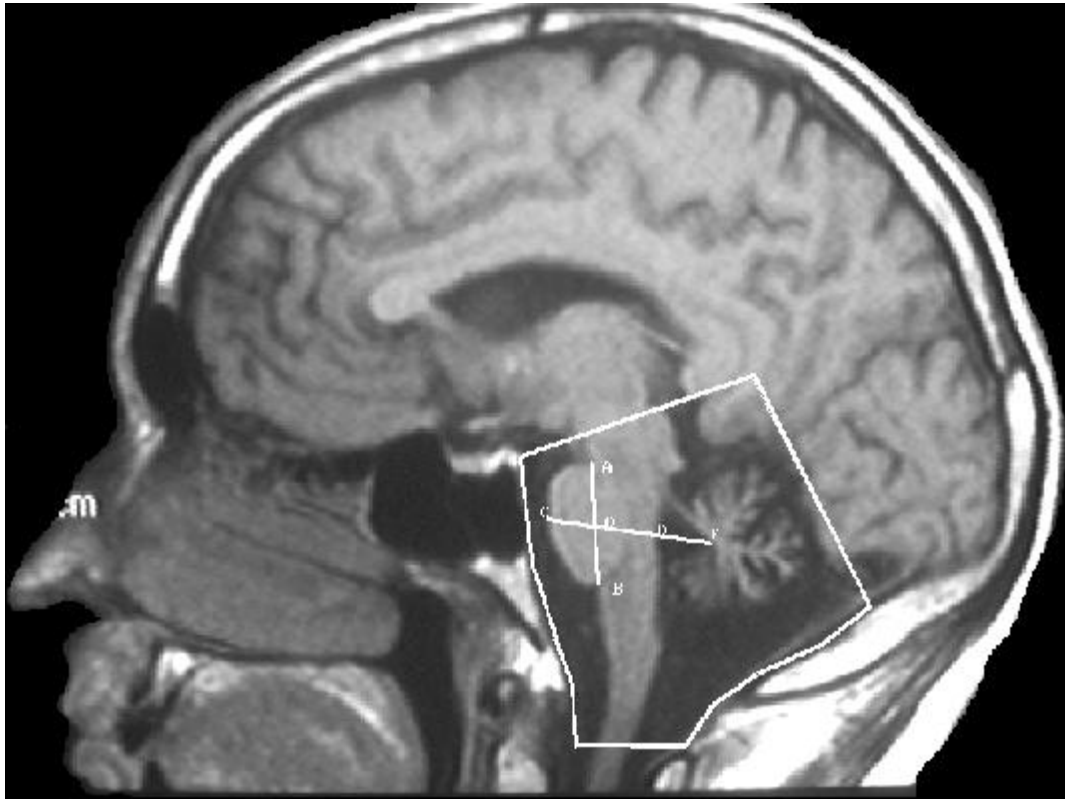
RM: Delimitación de la fosa posterior y medida del diámetro de la protuberancia (C-D).
